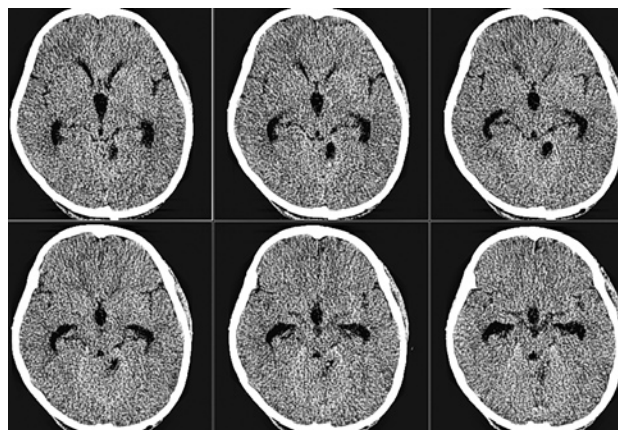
Мультиспиральная компьютерная томография. 5-е сутки после удаления эхинококковой кисты левой четырехугольной долики мозжечка. Визуализируется ложе удаленной эхинококковой кисты.
